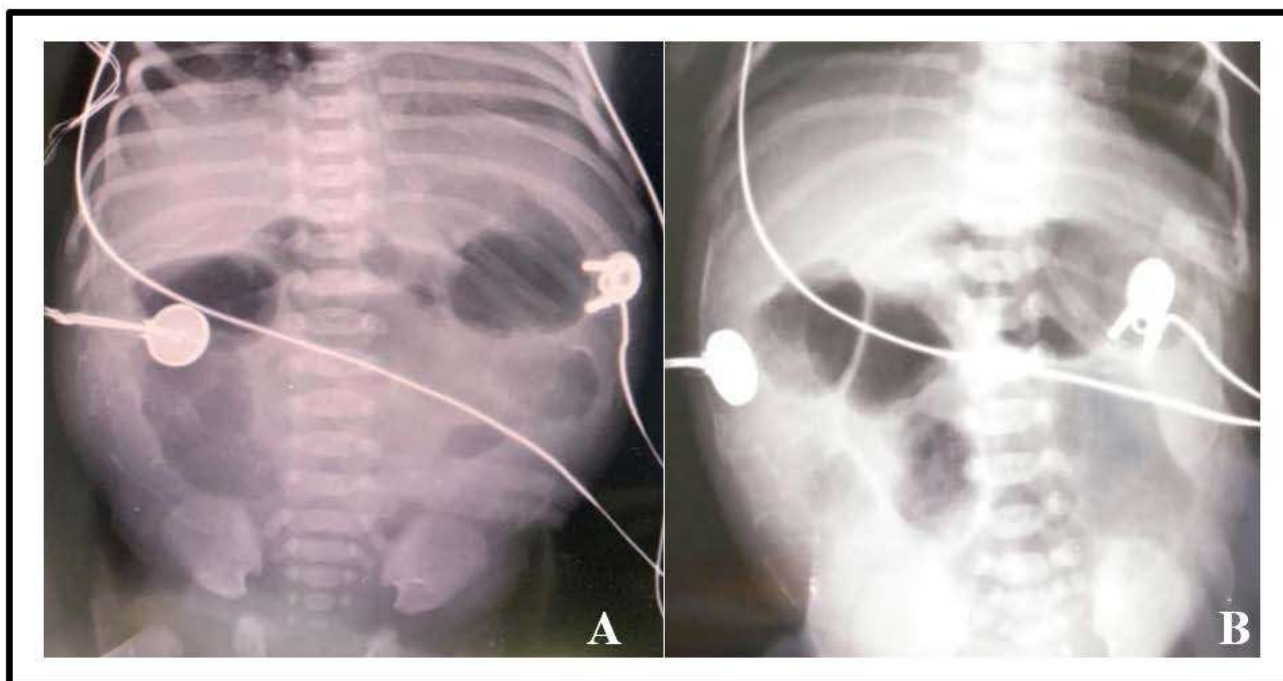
Radiografía de abdomen simple a las 12 horas de recién nacida: A- Proyección AP de pie donde se observa asas delgadas dilatadas, con ausencia de aire distal. B- Proyección AP acostada con asas intestinales dilatadas, edema interasa.
